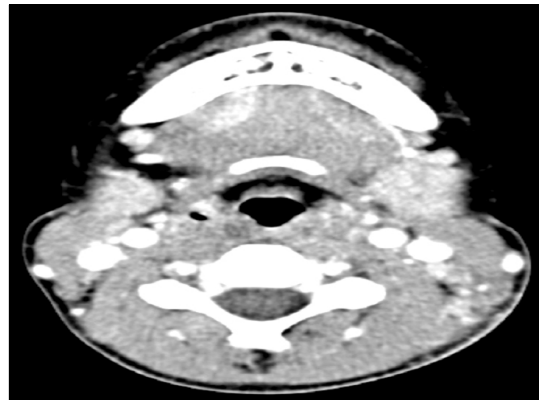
Neck computed tomography (CT) scan showed multiple lymphadenopathies.
